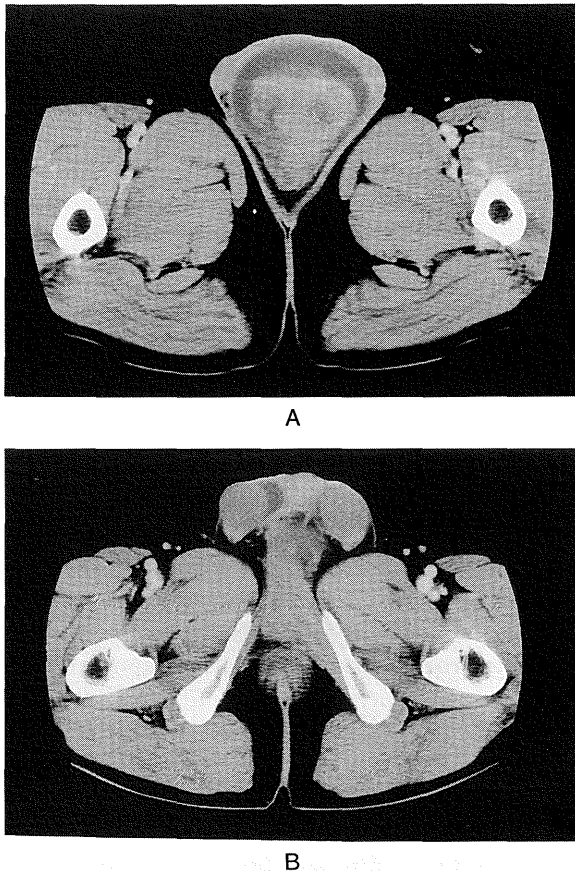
CT revealed a heterogeneously enhanced, well-defined tumor in the scrotum (A), extending from the medial aspect of the left ischium (B).
